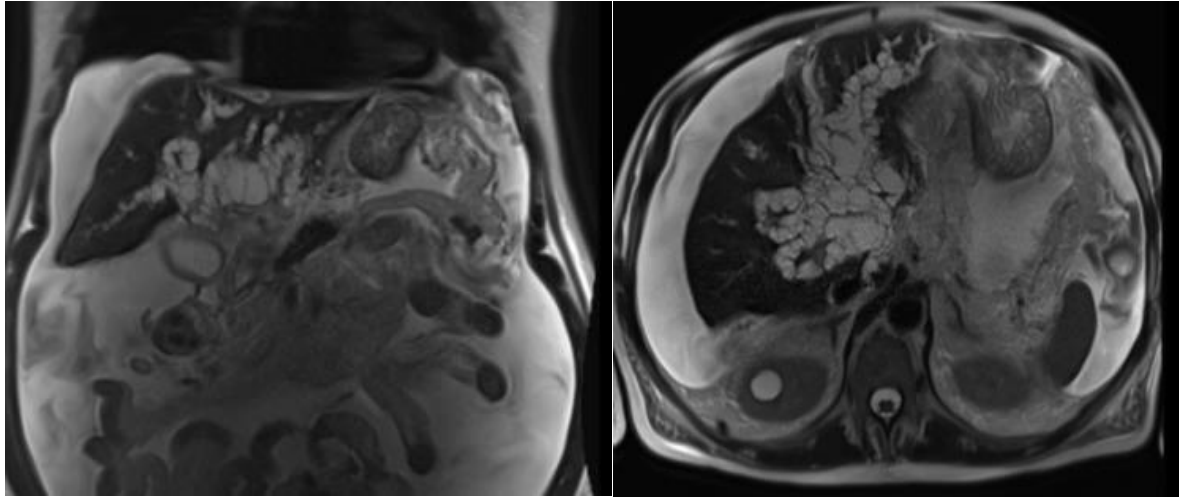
Images d'IRM hépatique en coupe frontale et axiale montrant des kystes péri-biliaires [51].
